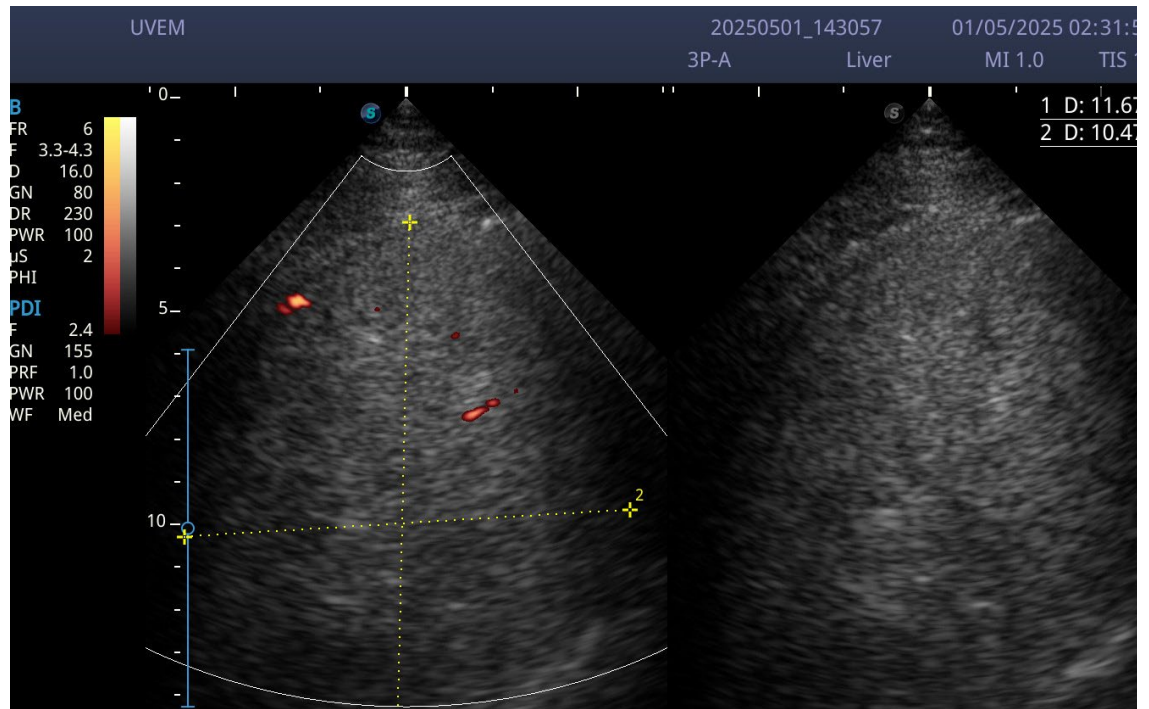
Medición más colocación de angio doppler donde se evidencia leve captación. Captado mediante transductor sectorial.
